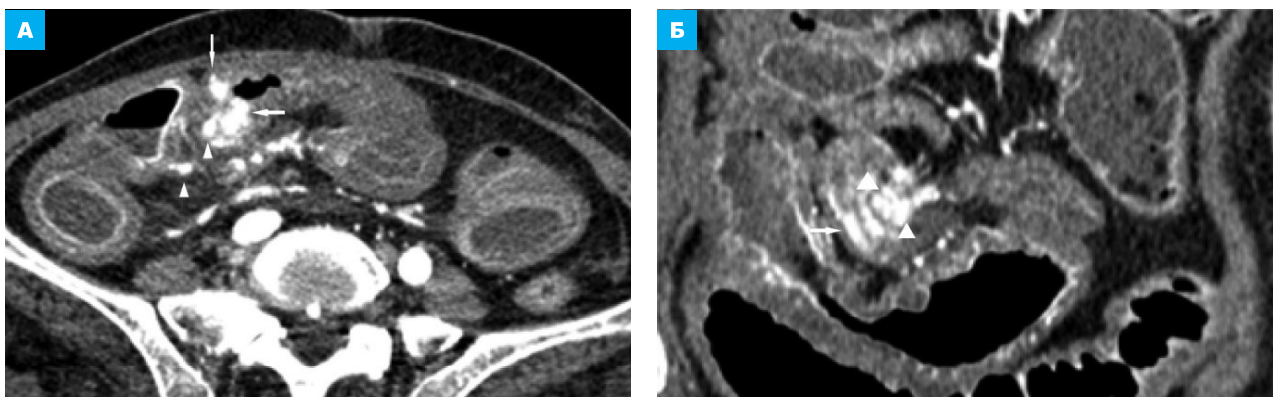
КТ брюшной полости в артериальную фазу КУ. А – аксиальная плоскость на уровне нижнего этажа брюшной полости. Б – корональная плоскость. Карциноид терминального отдела подвздошной кишки, кишечная непроходимость: гипervasкулярная циркулярная опухоль (стрелки) суживает просвет кишки, вызывая кишечную непроходимость. В прилежащей части брыжейки определяются увеличенные ЛУ, контрастирующиеся синхронно с опухолью (головки стрелок)
